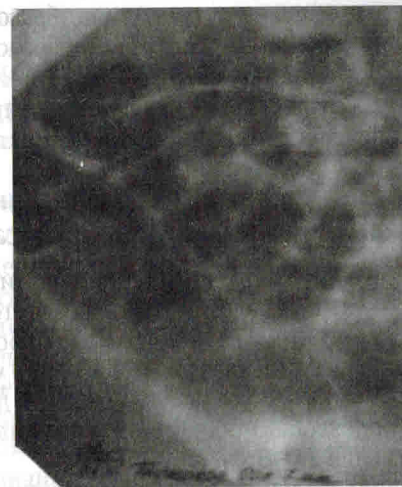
Рентгенография брюшной полости — симптом «пчелиных сот», воздух заполнил тонкую кишку
